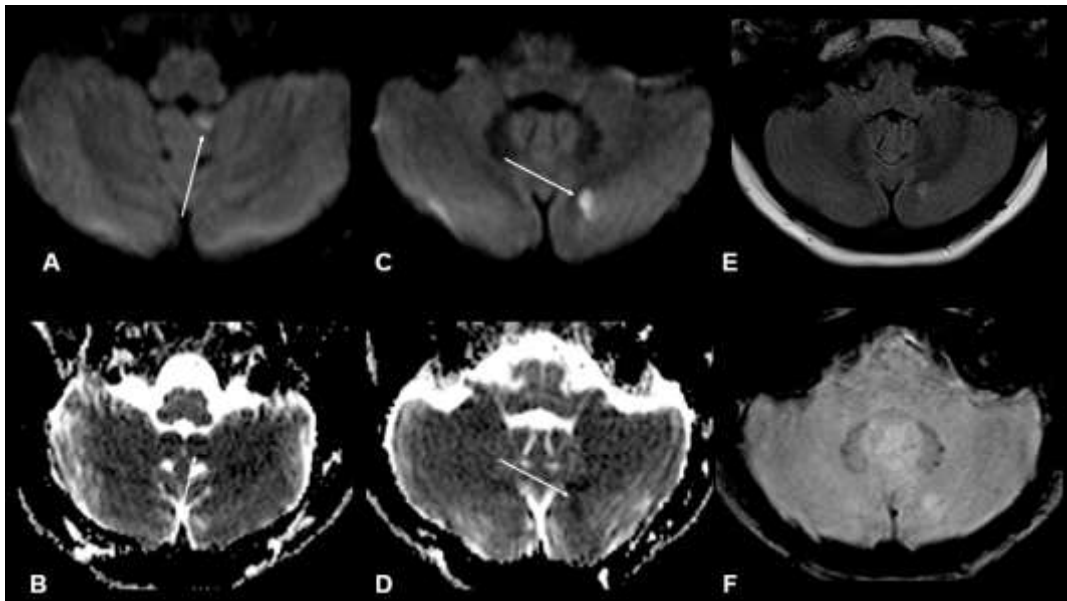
Arrows in images A and C - show restriction to the diffusion of water molecules. Arrows in images B and D - demonstrate correspondence on the ADC map. Image E - Less evident cytotoxic edema in FLAIR sequence. Image F - SWI sequence without identification of hemorrhagic transformation
